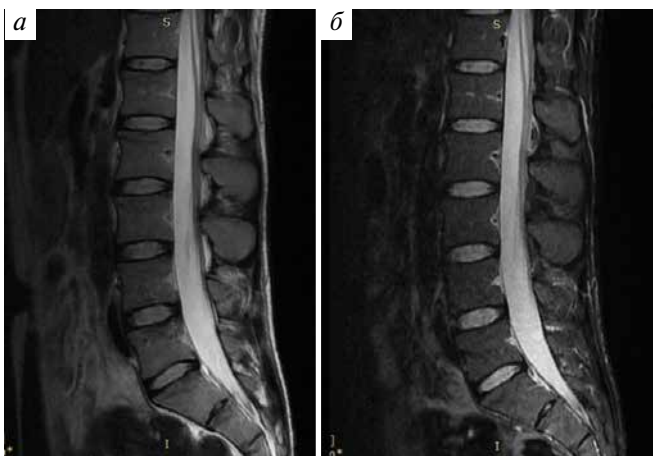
Магнитно-резонансная томограмма поясничного отдела позвоночника пациента X. (январь 2020 г.): а — T2-взвешенный режим, б — STIR-режим
